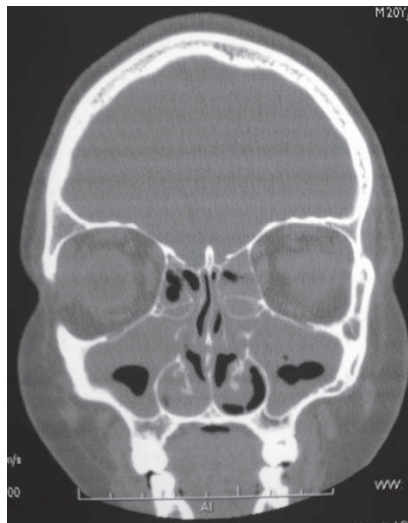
Arquivo de Pulmão RJ, SÍNDROME DE KARTAGENER, 2008. Tomografia dos seios da face: pansinusite
